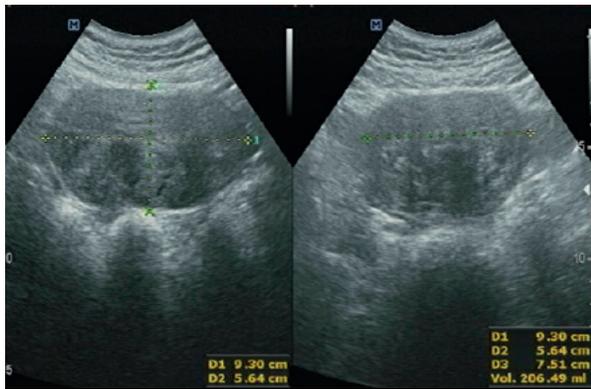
Ultrasound imaging of leiomyoma.
